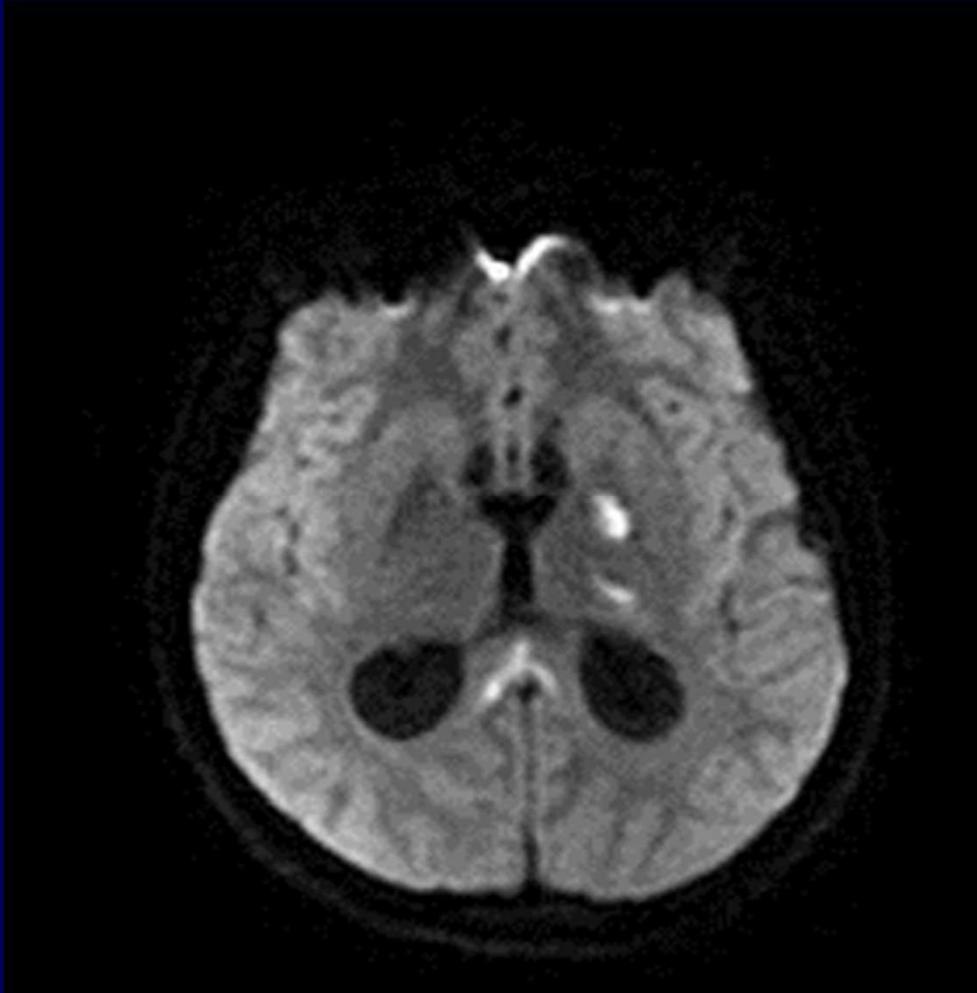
RM de cráneo. Se evidencian tres imágenes que se presentaron hiperintensas en secuencia FLAIR a nivel de la capsula interna izquierda, tálamo homolateral, y esplenio del cuerpo callosos, que restringen en secuencia de DIFUSIÓN (4) con caída de la señal en el mapa de ADC (5) de probable origen vasculftico.
